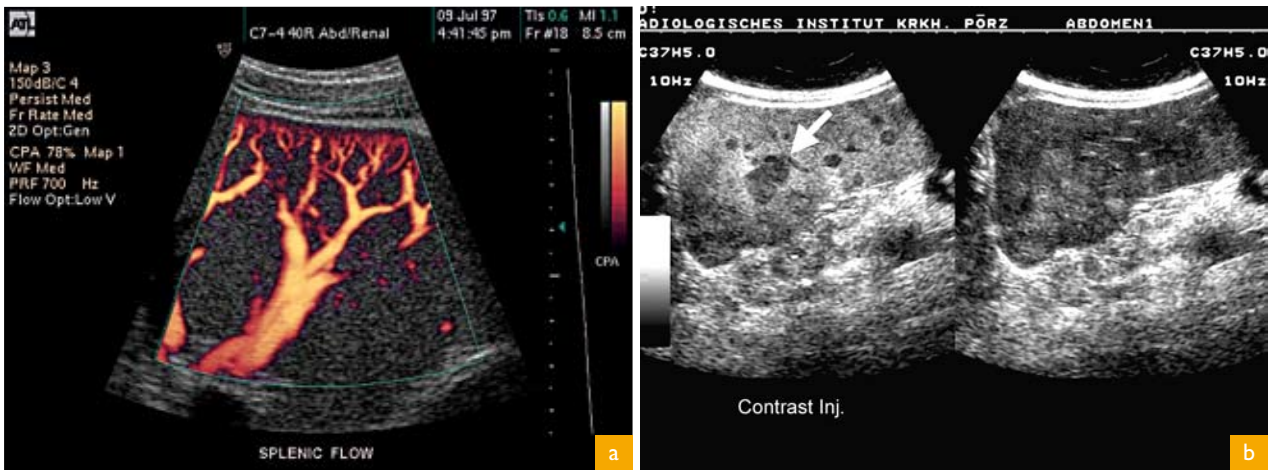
Exemplos de estudos ecográficos avançados: usando o efeito Doppler: (a) visualização da vascularização do baço; (b) exame efectuado antes e depois da administração de contraste intra-venoso permitindo detectar múltiplos nódulos no fígado (seta) não identificados antes.
